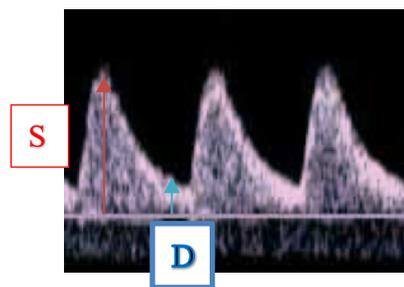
Doppler ombilical, aspect physiologique
